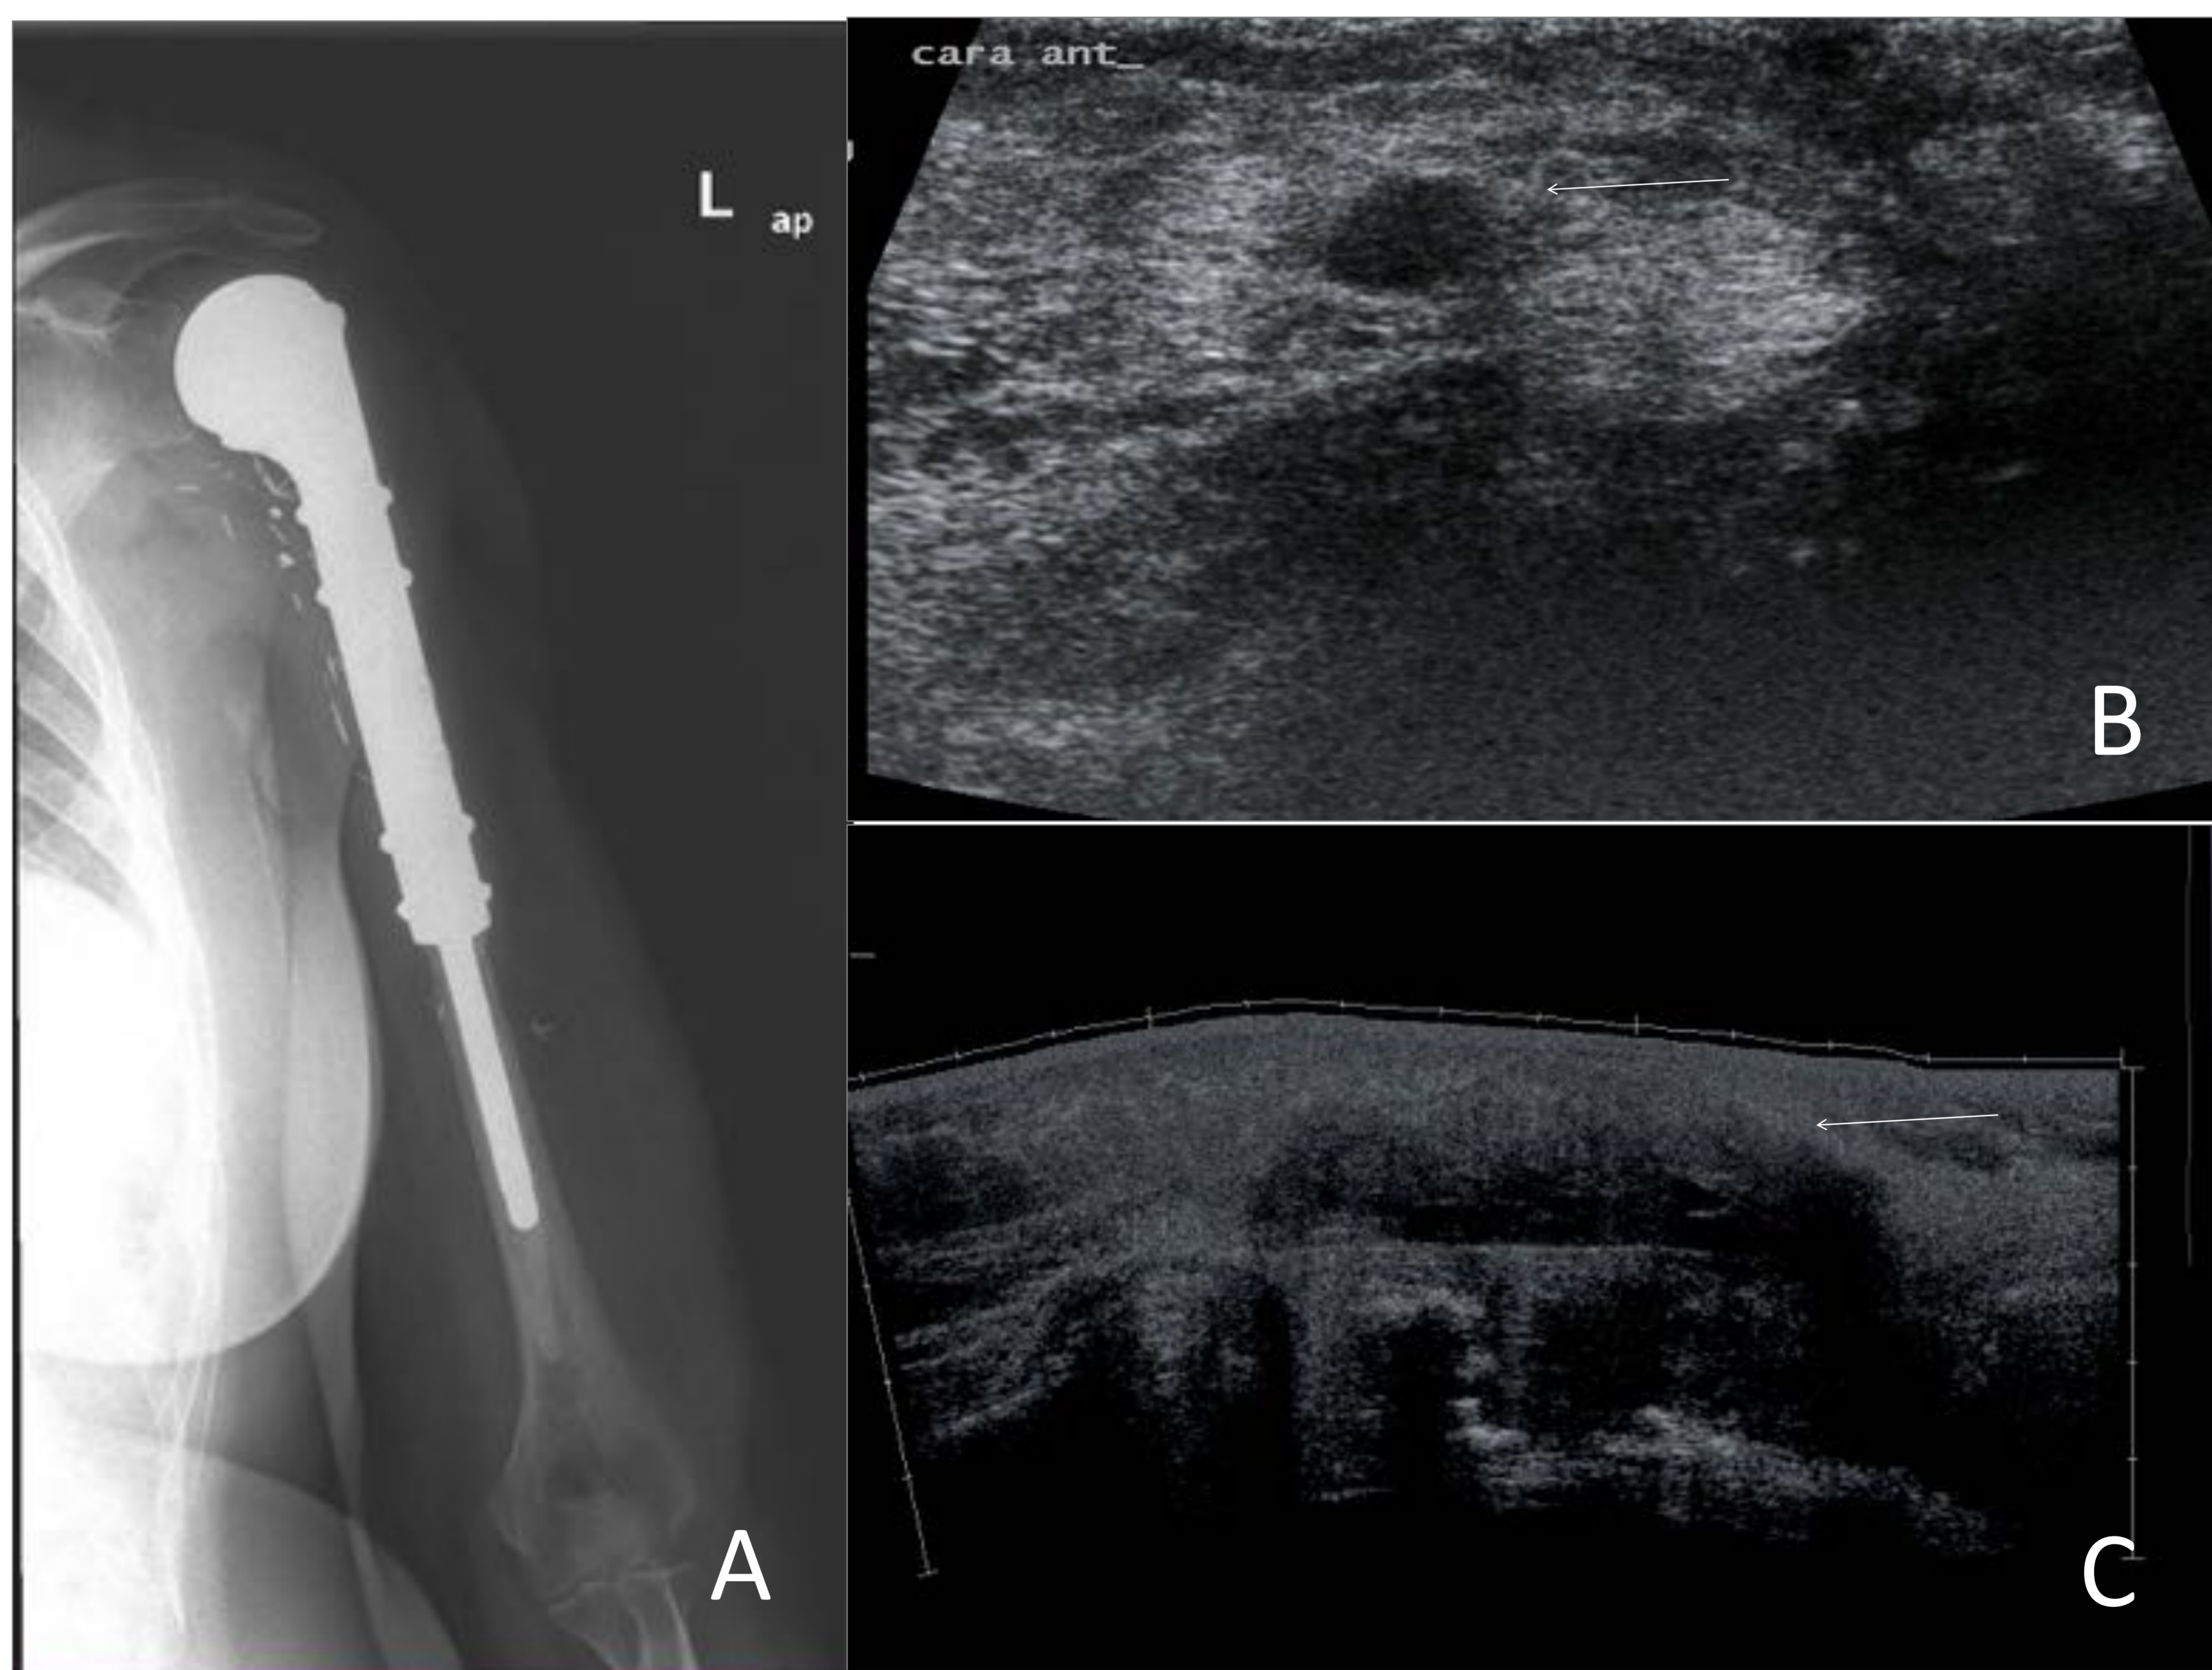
Paciente de 38 años intervenida de Sarcoma de células gigantes Con prótesis tumoral humeral izquierda (A). La ecografía reveló la Presencia de un pequeño implante próximo al surco delto pectoral (flecha En B) y una masa de partes blandas peri protésica en relación con recidiva Tumoral (flecha C).
